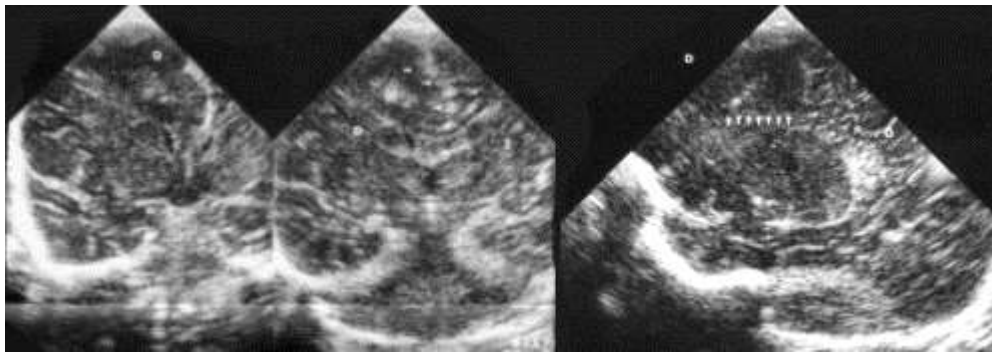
ecografía transfontanelar en coronal y sagital que muestra áreas de corteza displásica.
